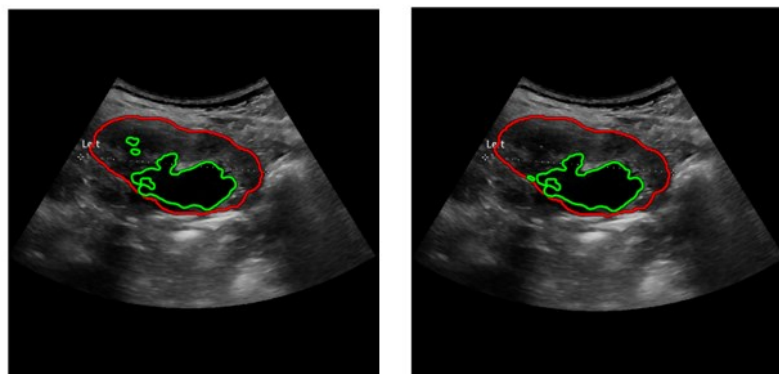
Esempi di regioni eliminate con l'ultimo criterio nella ecografia Samsung 0249.
